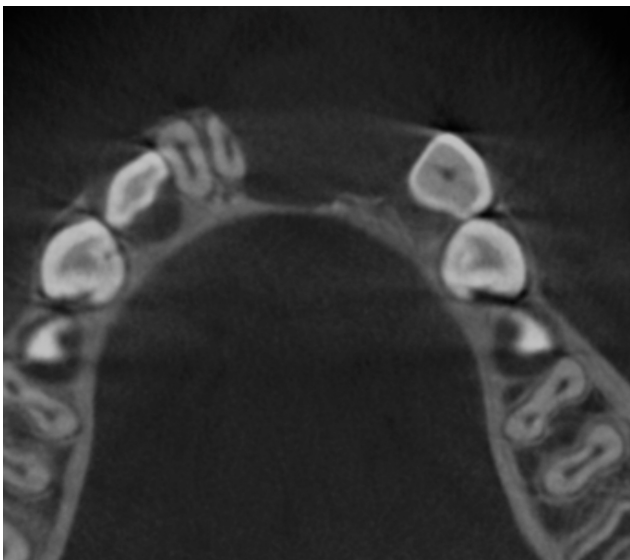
Tomografía volumétrica digital dental: plano axial.
